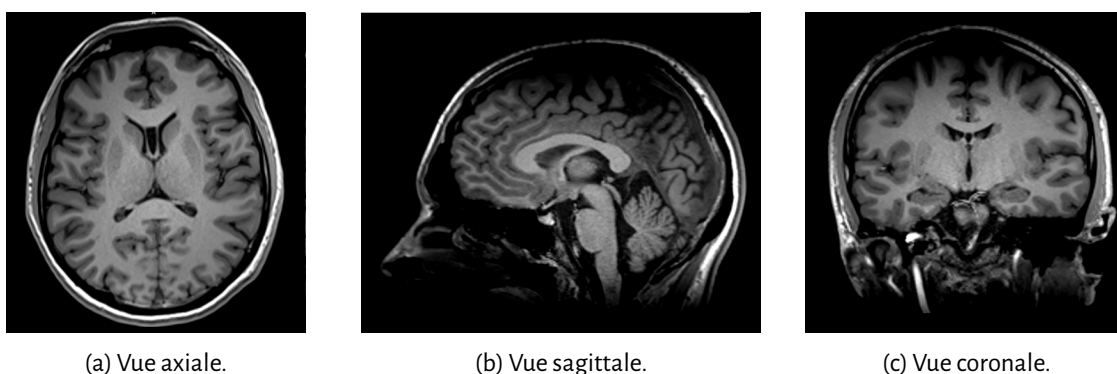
Images issues de l'IRM grâce à une séquence anatomique (Centre Hospitalier Universitaire (CHU) de Poitiers, tous droits réservés). (a) Vue axiale, (b) Vue sagittale, (c) Vue coronale.
